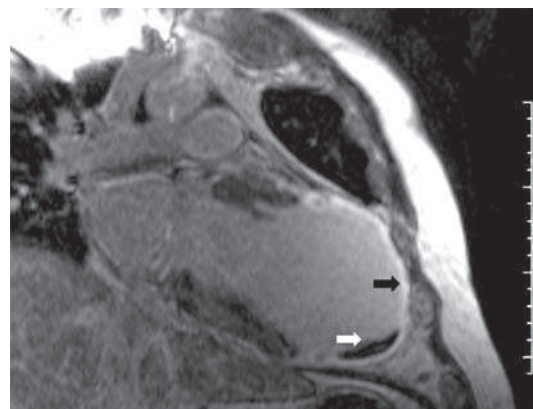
МРТ с отсроченным контрастированием при инфаркте миокарда, осложненном развитием аневризмы. Контрастирование имеет трансмуральный характер (светлая стрелка), виден пристеночный тромб (темная стрелка).
